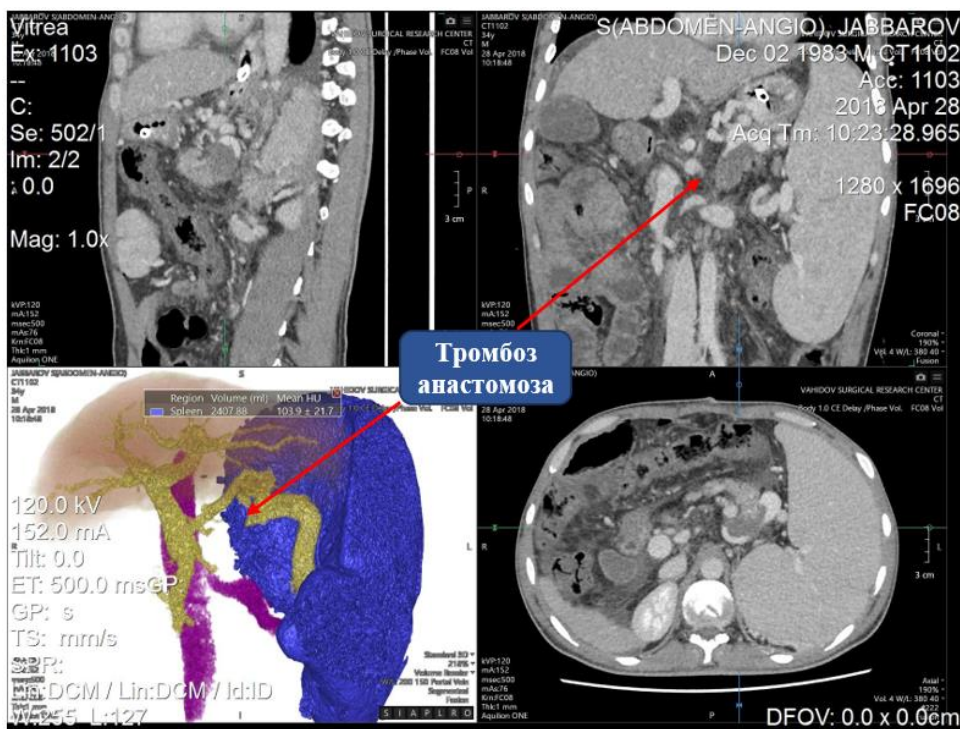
МСКТ-ангиограмма после ДСРА. Тромбоз анастомоза
